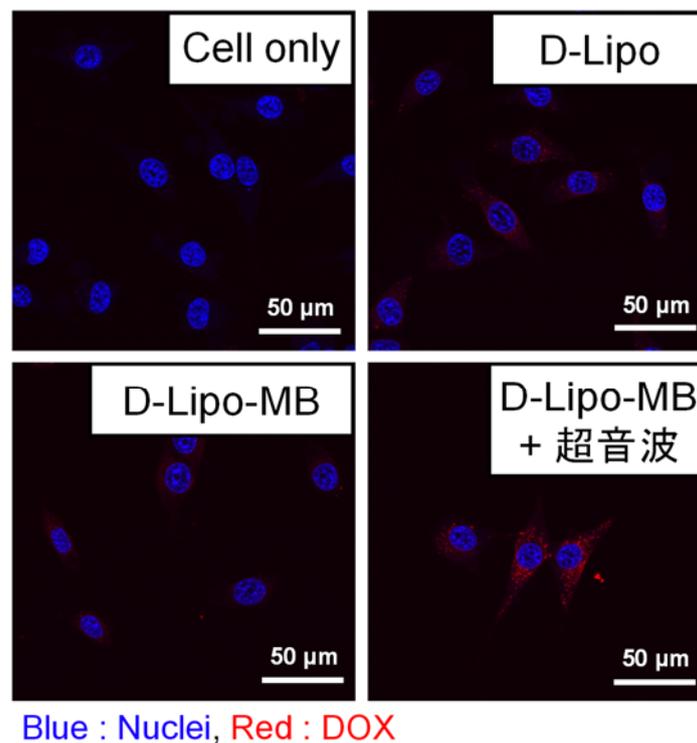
D-Lipo-MB と超音波による細胞への送達効率の向上
